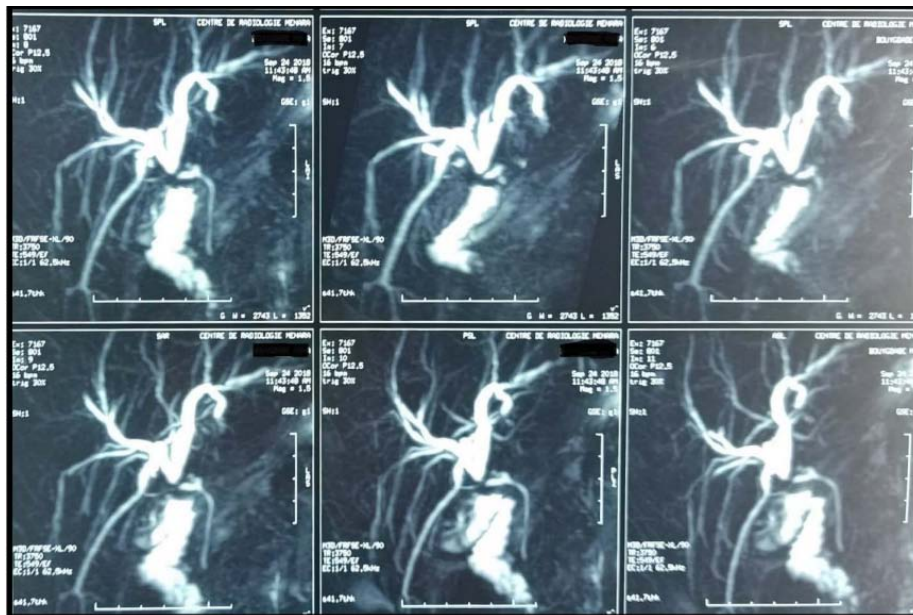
BILI IRM montrant une dilatation des VBP ; VBIH ; en amont d'un épaissement pariétal du bas du cholédoque qui s'étend jusqu'à la branche droite et le canal cystique.
